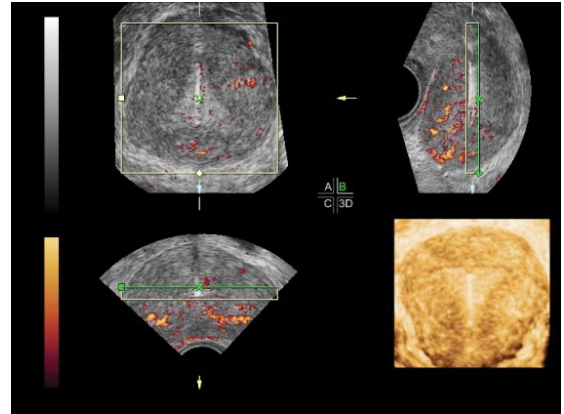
La imagen muestra un útero con DIU en cavidad. En la imagen superior derecha se observa el corte longitudinal, la inferior izquierda muestra el corte transversal y la superior izquierda el plano coronal. La imagen frontal esta reconstruida en base a los datos del volumen. Es imposible conseguir una visión coronal de una ecografía convencional 2D. La reconstrucción volumétrica muestra una cavidad uterina con un DIU normoinserito.
